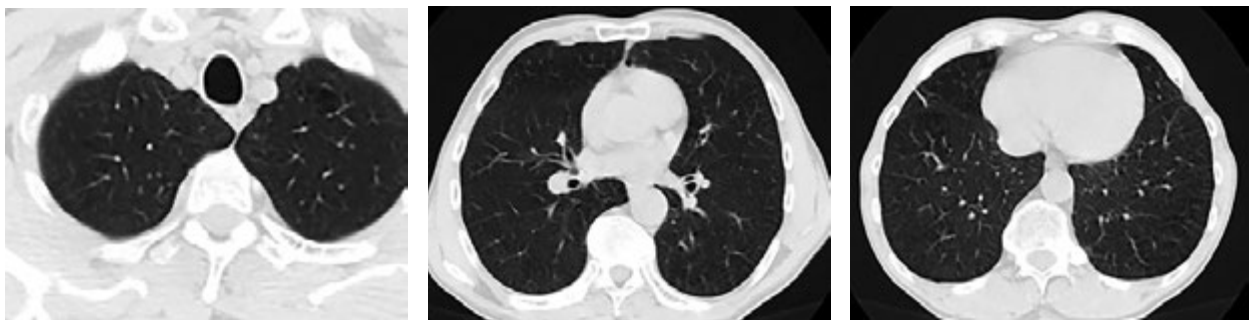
Computed tomography of the chest cavity dated 04.08.2023 (3 months after discharge)
